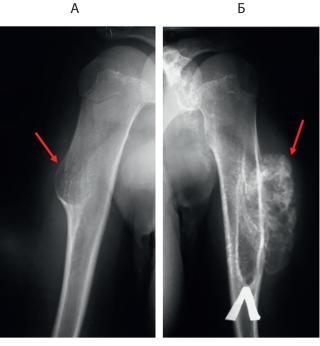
Рентгенограмма экзостозов у пробанда (IV.9) 2009 г. А) холмовидный экзостоз размером 3,0х1,0 см. на правой руке; Б) холмовидный экзостоз размером 7,0х1,5 см. на левой руке.
